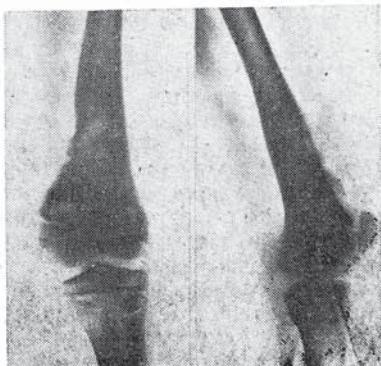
Рентгенограммы левого коленного сустава в двух проекциях больного Я., 13 лет. Хондросаркома, склеротический вариант.
